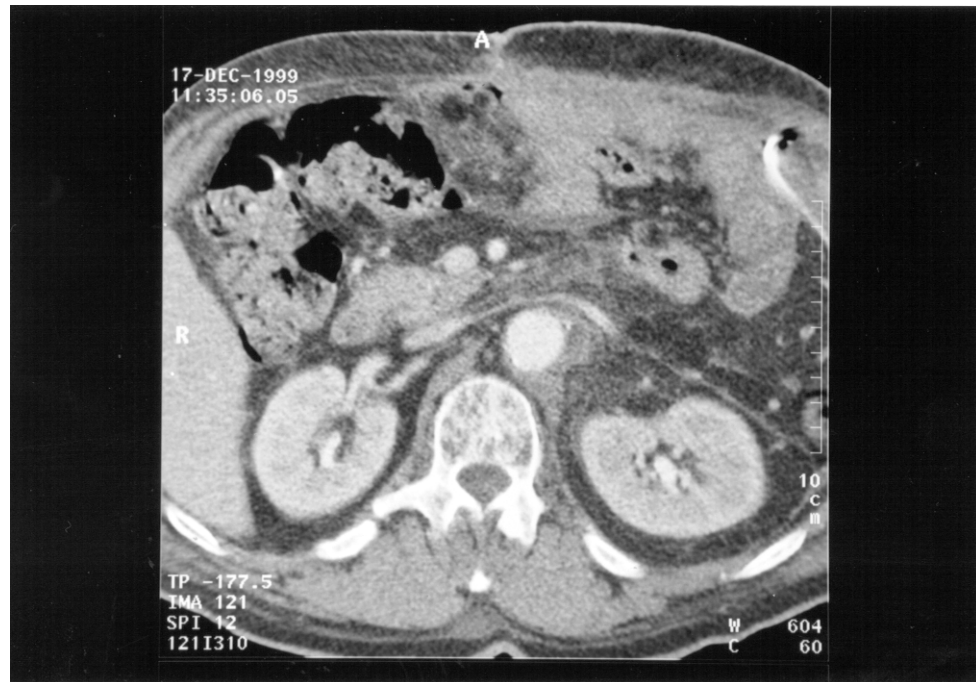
Kontrollcomputertomographie der Bauchaorta von Patient Nr. 11 zeigt sechs Monate nach Implantation eines Aortenallografts eine normalgroße Aorta ohne Hinweis auf eine rekurrente Aneurysmabildung
